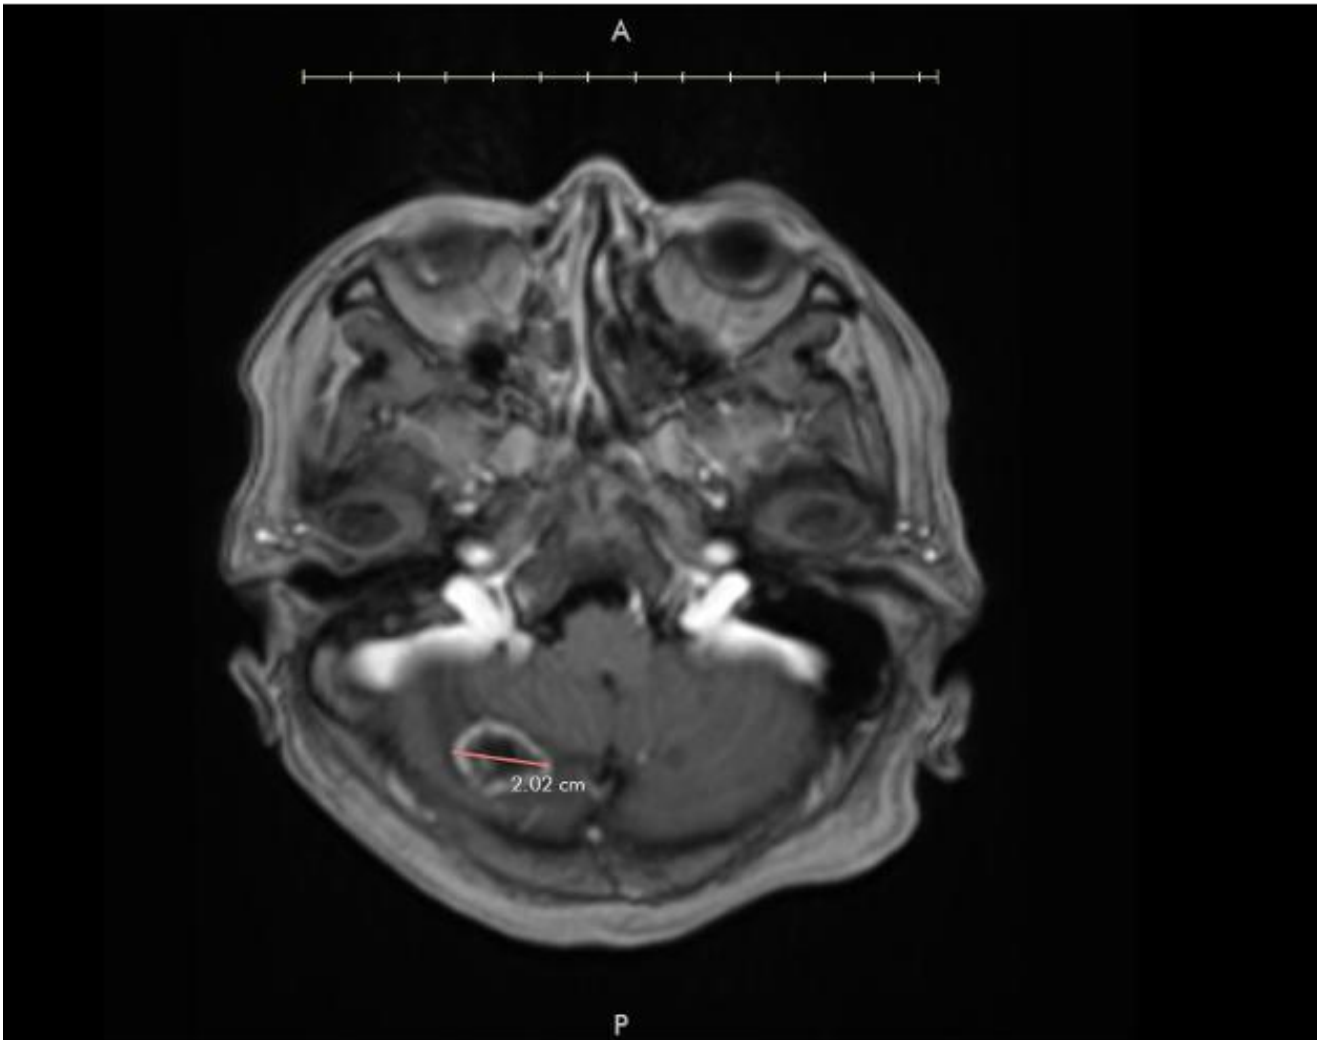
CORTE AXIAL DE RESONANCIA CONTRASTADA: SE APRECIA TUMOR CON REALCE PERIFÉRICO Y EDEMA PERILESIONAL, BICADO EN REGIÓN SUBCORTICAL HEMISFERIO CEREBELOSO DERECHO
